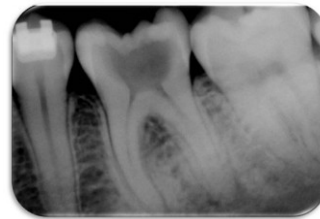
Radiografía inicial del órgano dental 3.6
